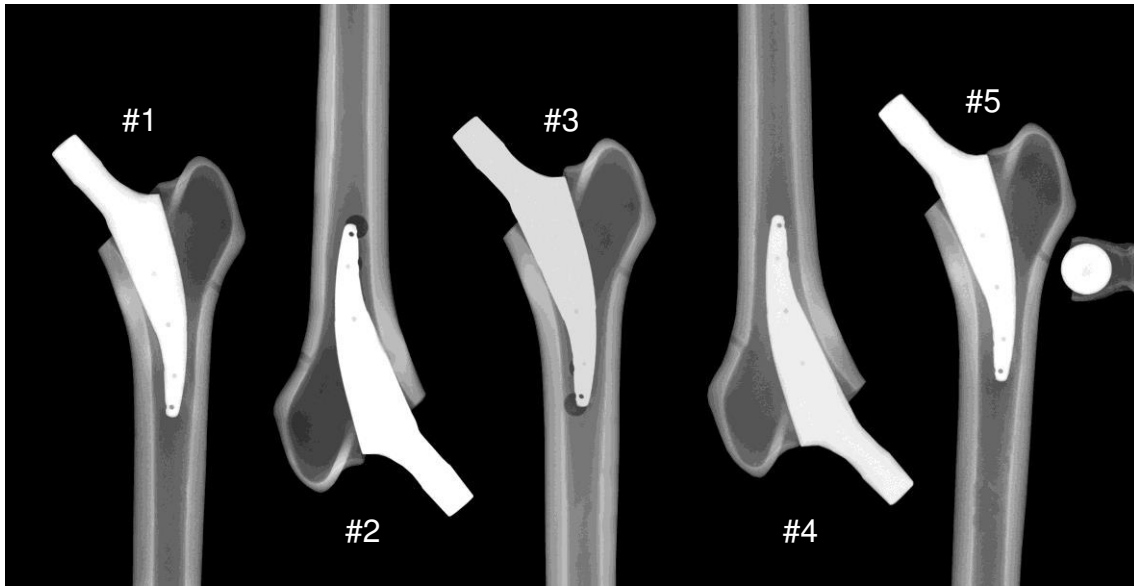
Röntgenbild des Metha-Kurzschafsystems in AP-Ansicht bei valgischer Schaftstellung.
